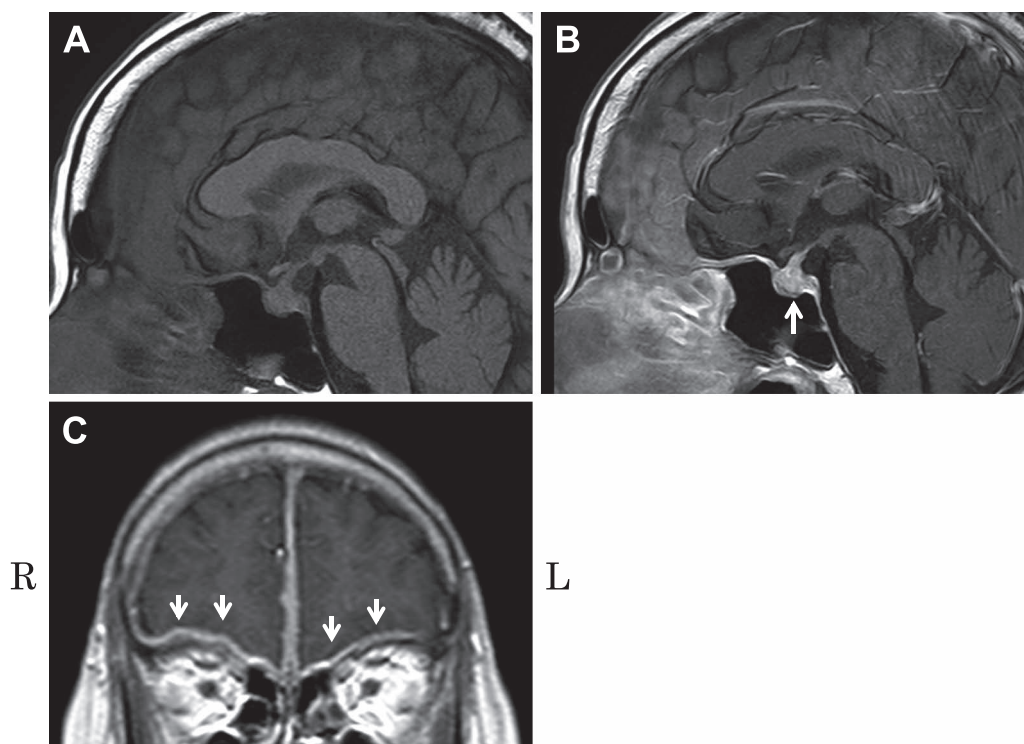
The patient's brain magnetic resonance imaging (MRI) findings on admission.
